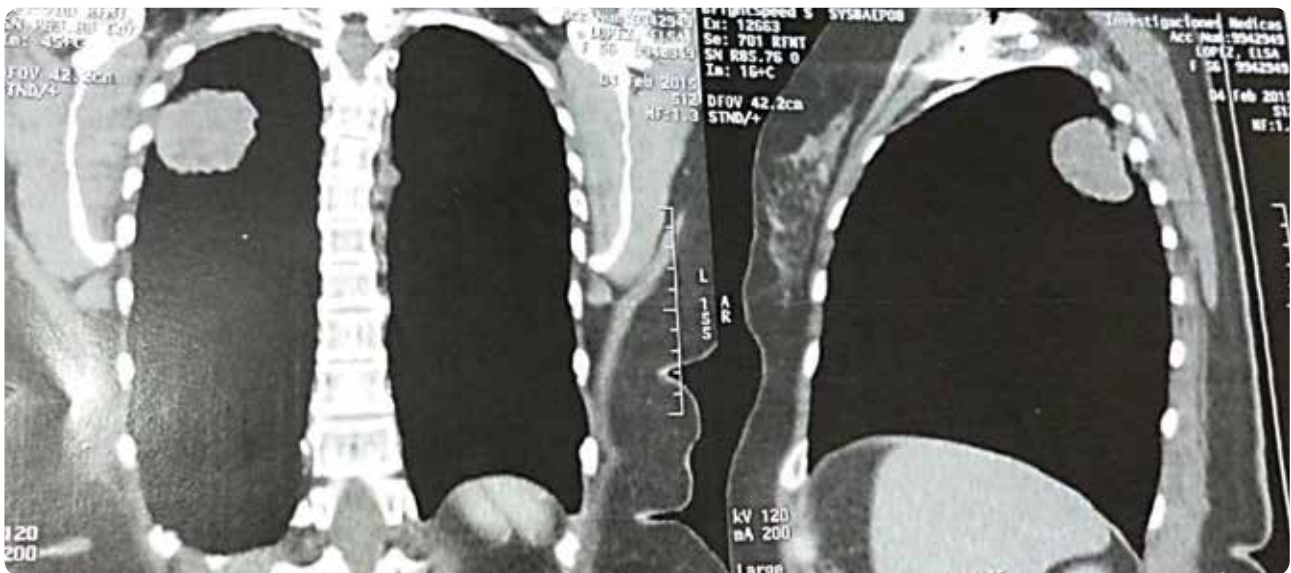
Tomografía axial computarizada de tórax con contraste, donde se observa a nivel del lóbulo superior pulmonar derecho sobre el segmento posterior, lesión redondeada con densidad de partes blandas que mide 36mm x 46mm, de contornos irregulares e imágenes de infiltrado intersticial en su periferia.
